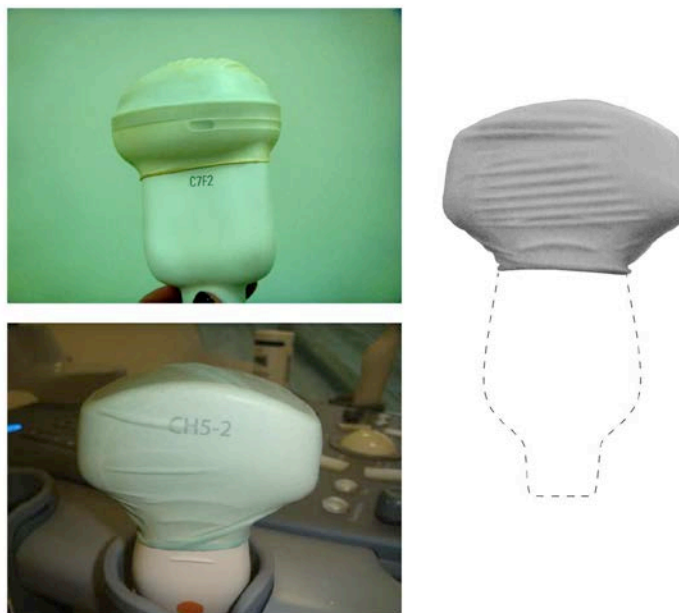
Одноразовые насадки для поверхностных датчиков УЗИ:
